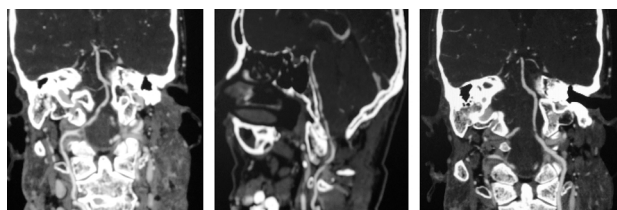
2014-06 头颈 CTA 示,右侧椎动脉 V4 段串联性血管狭窄,左侧椎动脉 V4 段局限性狭窄
